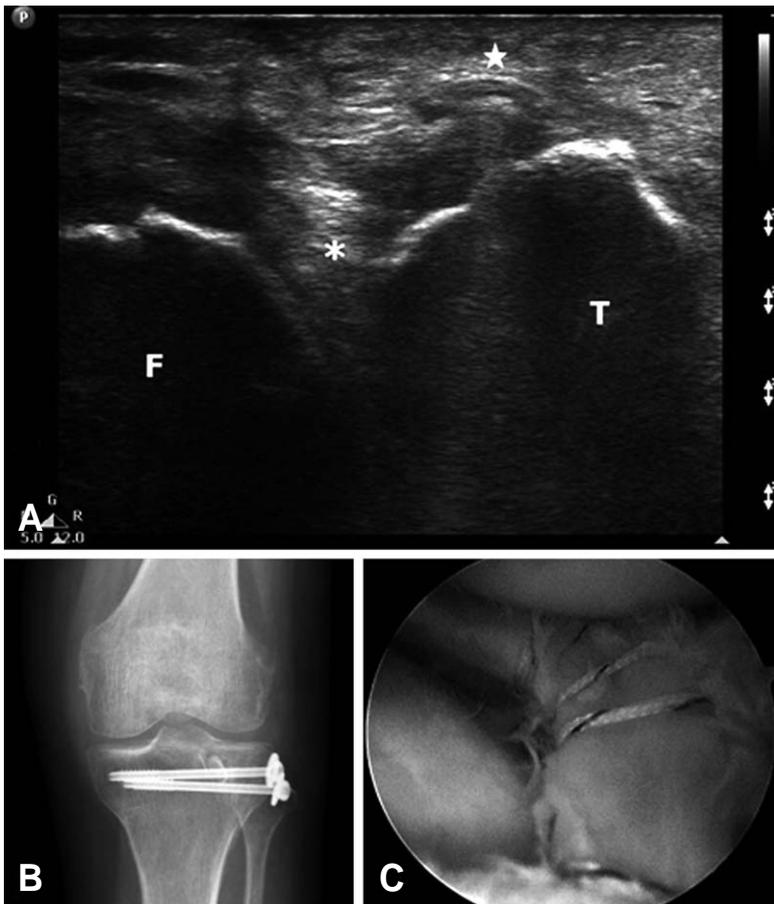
(A) Follow up ultrasonography at 3 months after repair in left proximal tibia fracture with peripheral lateral meniscal tear: Repaired lateral meniscus (asterisk) shows no gap in peripheral area and cannulated screw head (star) is placed in proximal tibia (F: femur, T: tibia). (B) Left knee AP radiography of same patient at 3 months after surgery. (C) Arthroscopic finding of repaired lateral meniscus of same patient at surgery.
